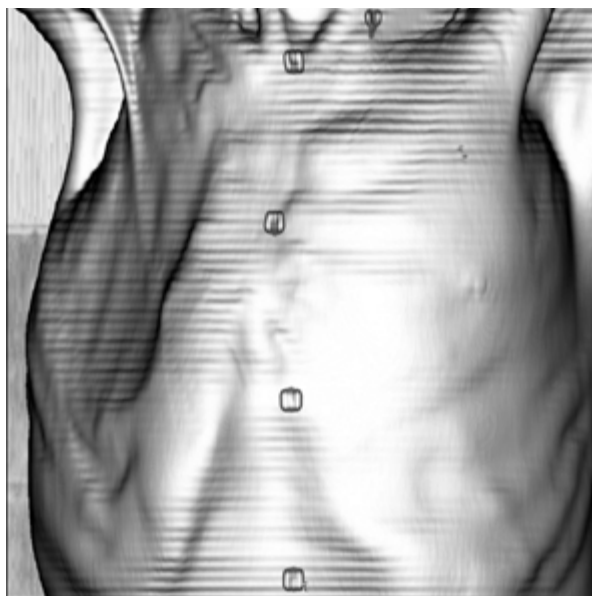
Tomografia komputerowa klatki piersiowej, potwierdzająca asymetrię ściany klatki piersiowej oraz brak mięśnia piersiowego większego i chrząstek żeber od 3. do 5. po stronie prawej
